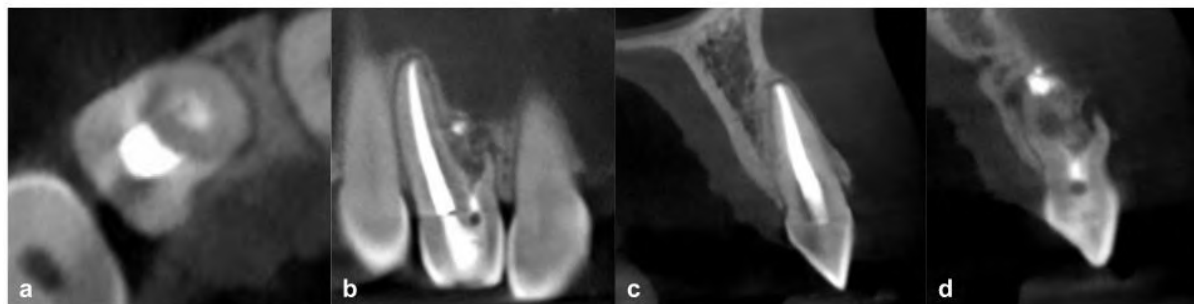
Radiografias de preservação: caso 1 (a), caso 3 (b), caso 4 (c), caso 5 (d).
